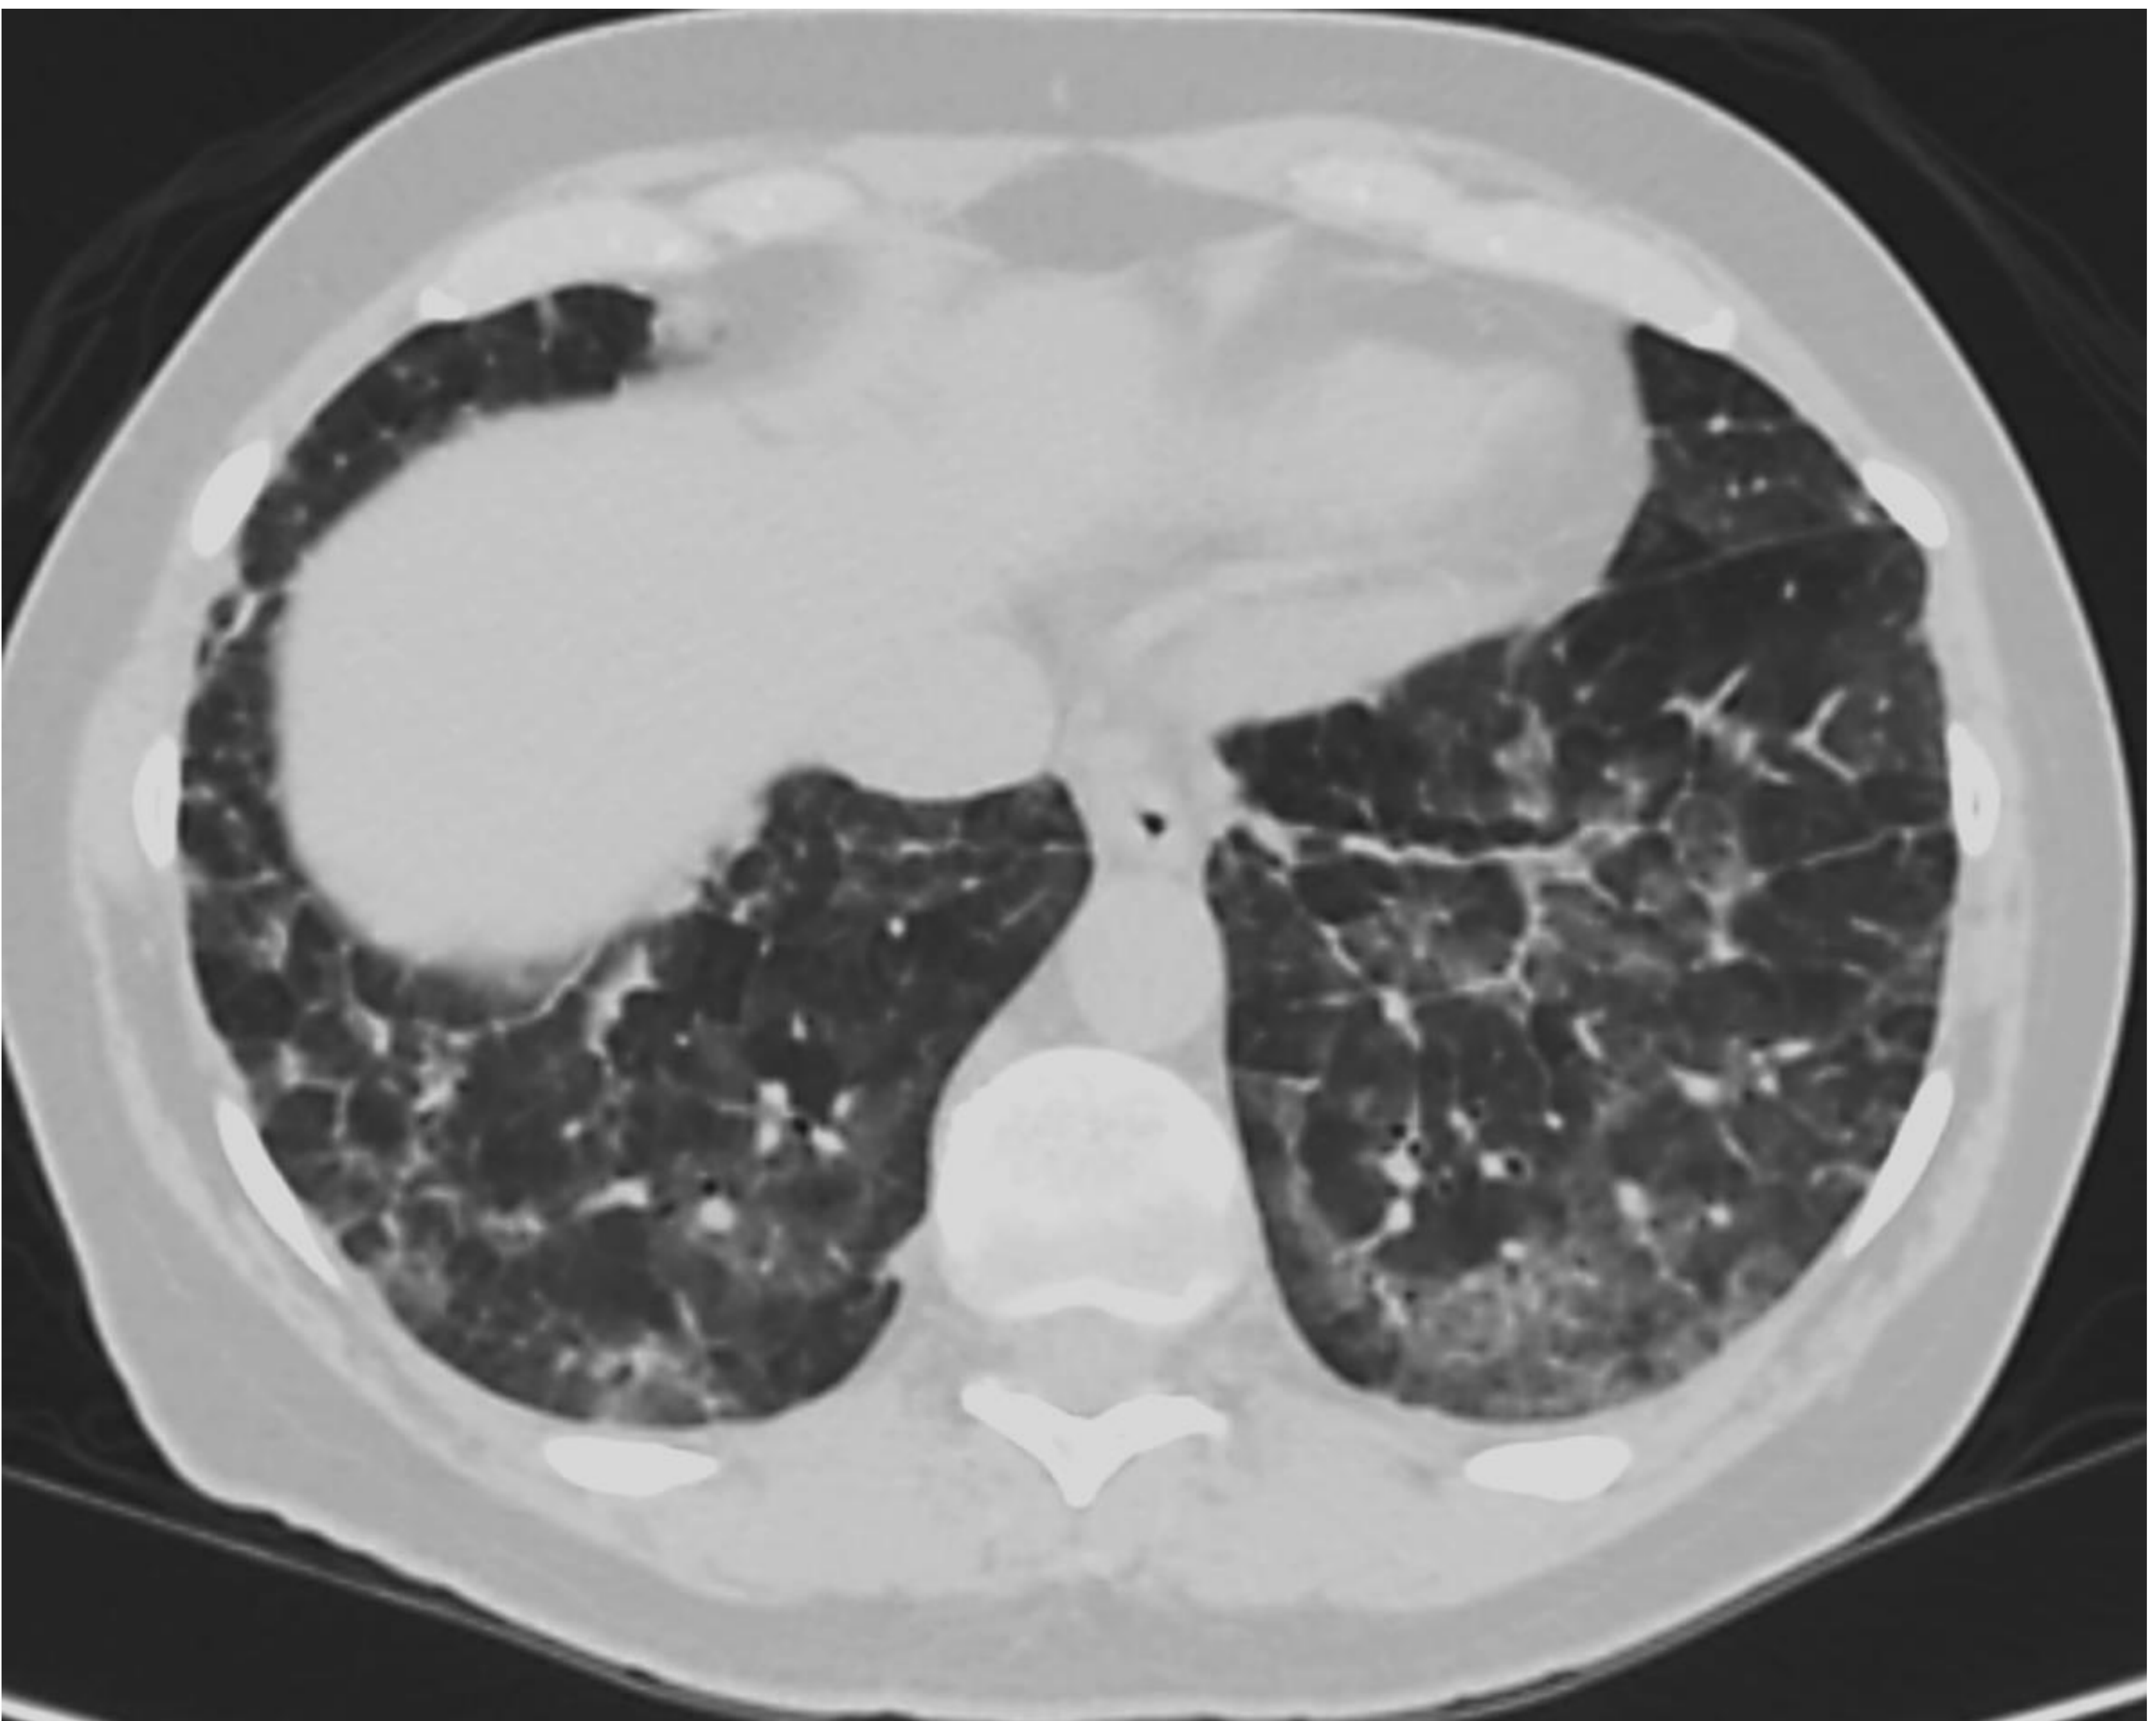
TC en plano axial: ventana parénquima. Opacidades en vidrio deslustrado bilaterales con ligera reticulación asociada.
